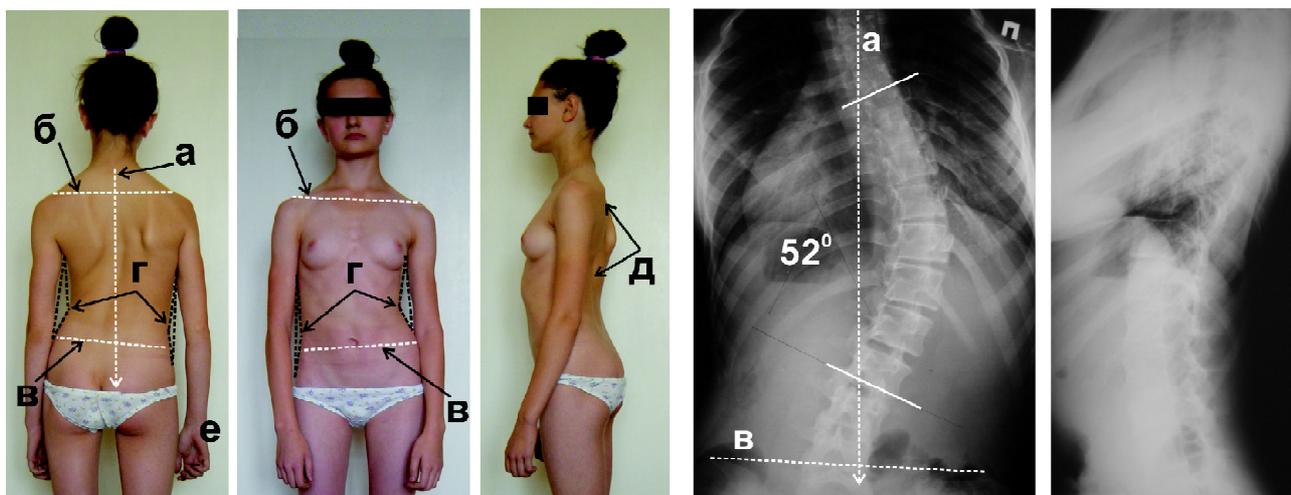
Третий тип осанки. (а) — перпендикуляр, опущенный вниз от проекции вершины остистого отростка С<sub>7</sub> позвонка, указывающий на декомпенсированность туловища; (б) — линия, проведенная через акромиальные концы ключиц, иллюстрирующая боковое отклонение туловища; (в) — линия, показывающая перекос таза в горизонтальной плоскости; (г) — асимметричность треугольников талии, указывающая на наличие деформации; (д) — фиксированное уплощение спины (симптом «куклы» Лоренца); (е) — свисающая правая рука на стороне основной дуги искривления позвоночника (симптом «асимметрично свисающих рук» Лоренца). На рентгенограммах определена сколиотическая деформация позвоночника грудопоясничного типа IV степени с основной дугой на уровне Th<sub>7</sub>-L<sub>2</sub> справа (52°).
